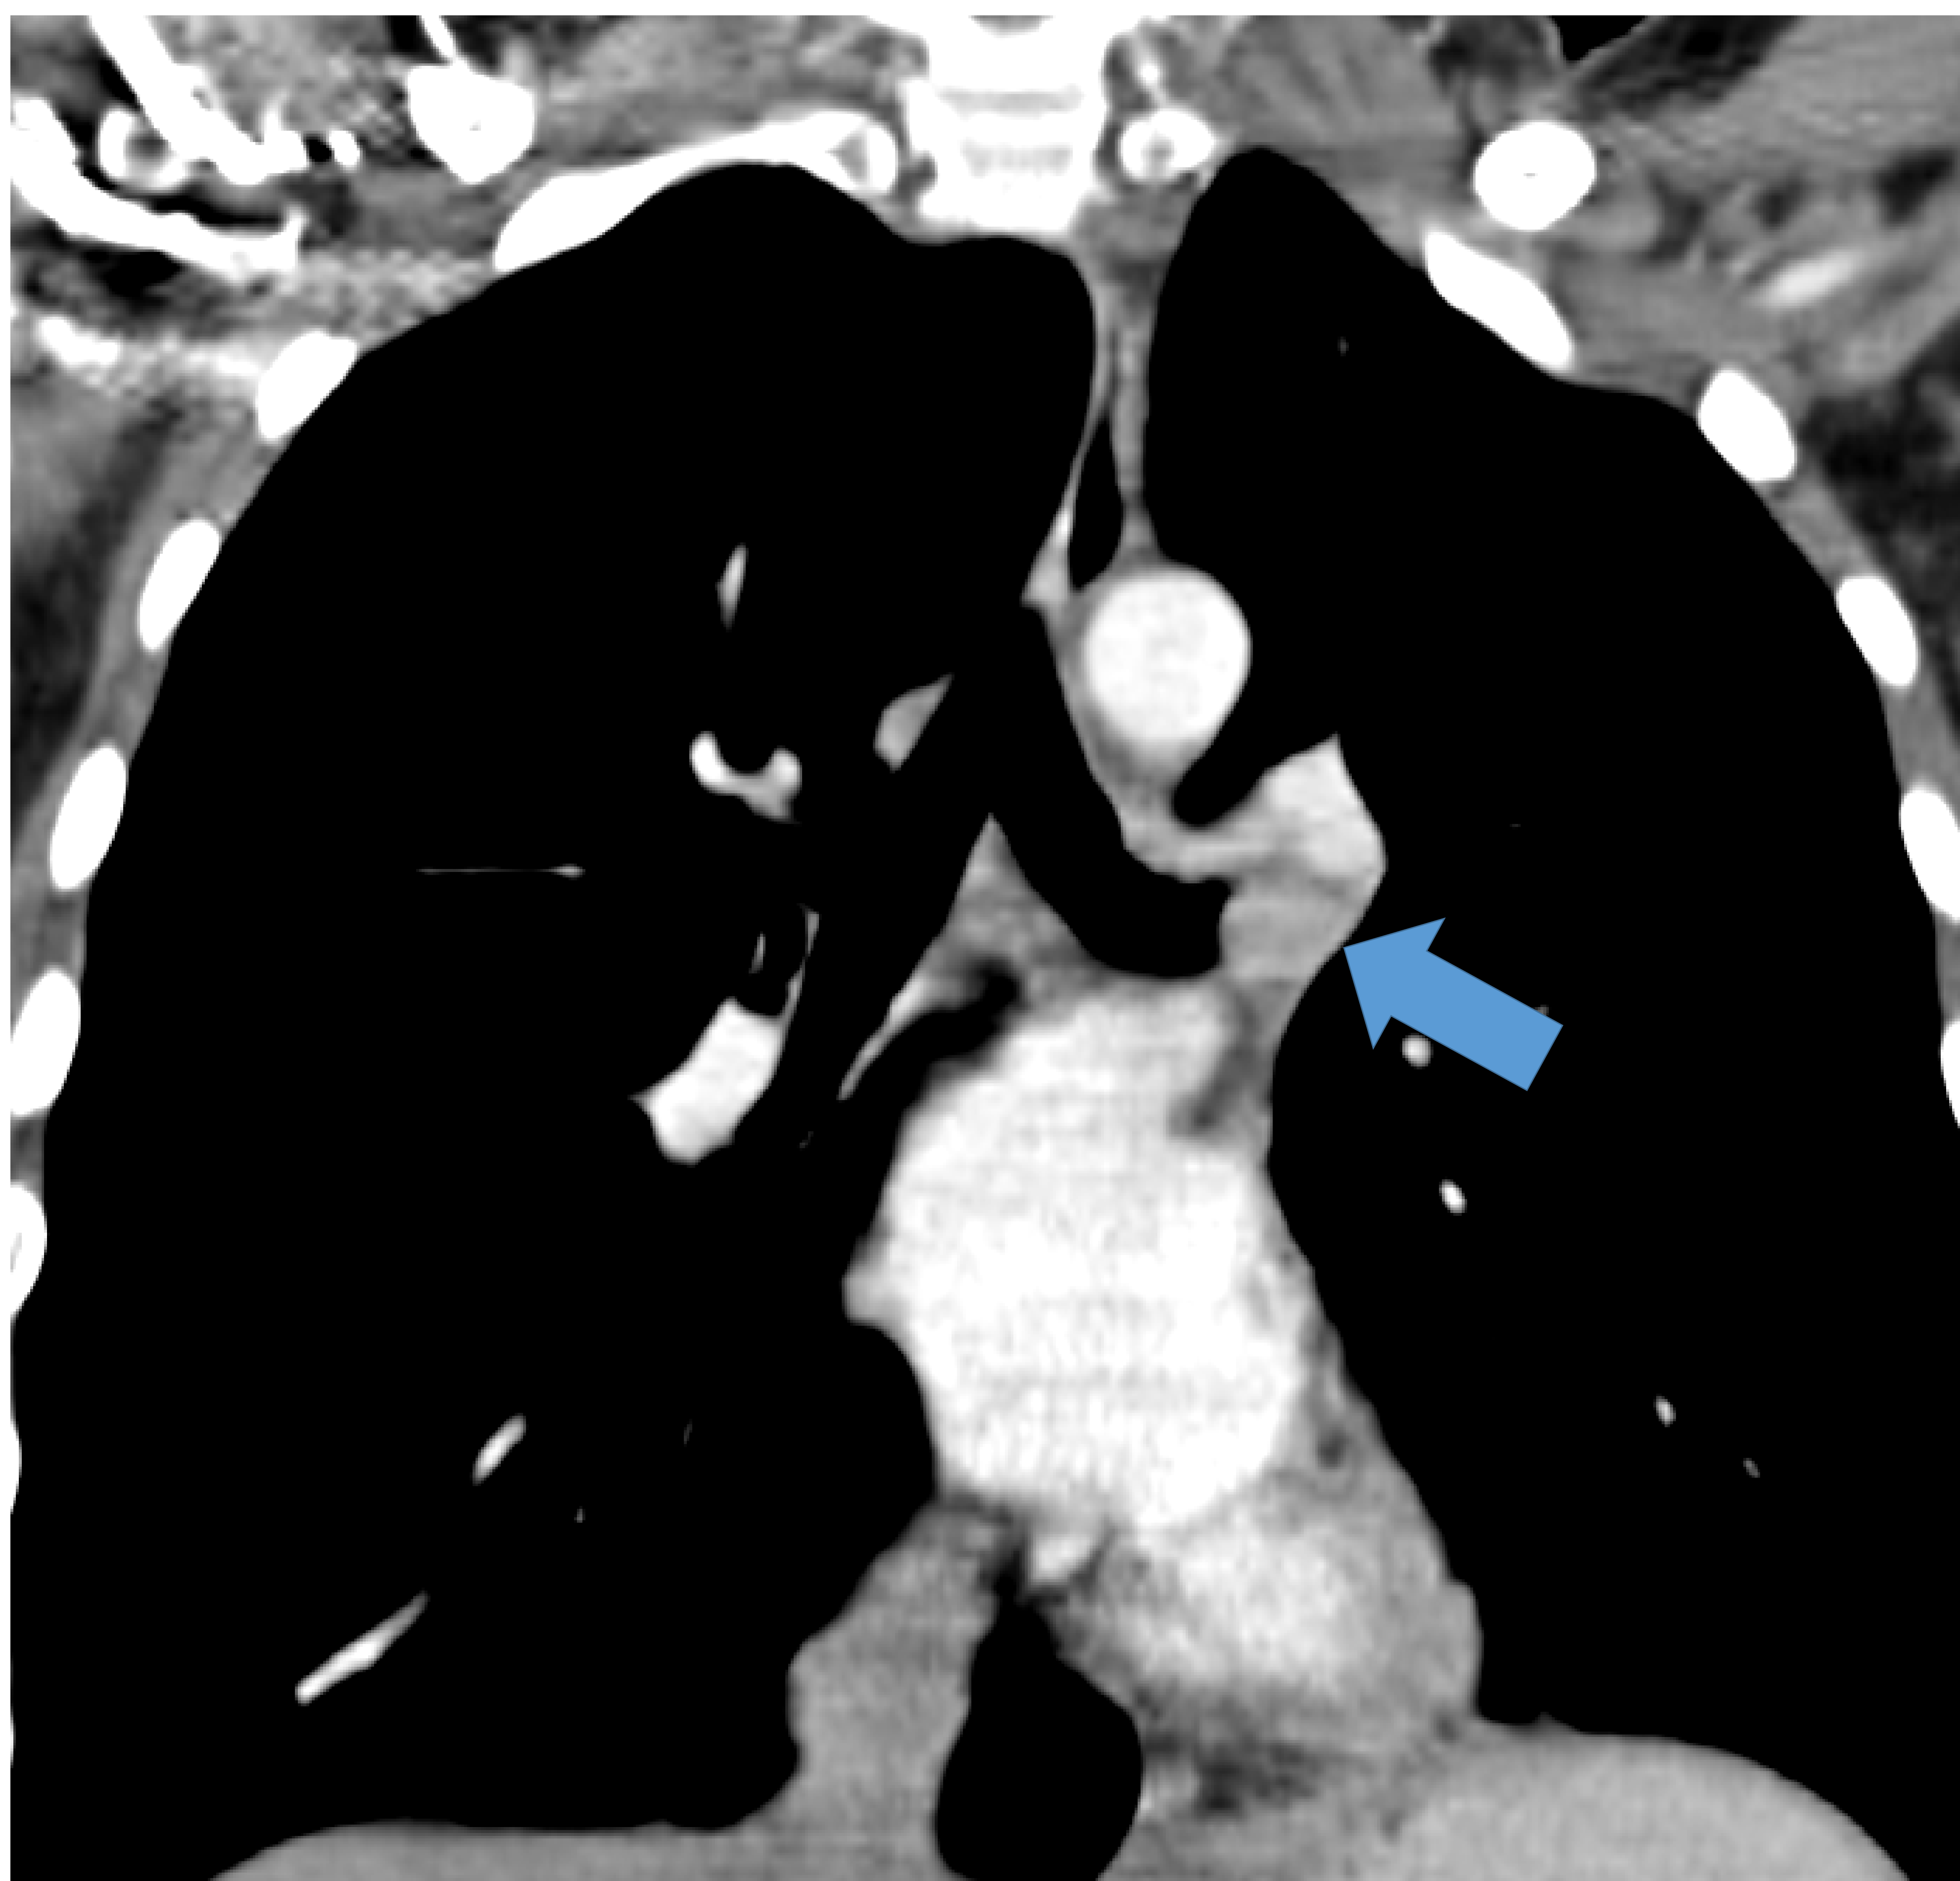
Varón, 32 años, con tumor carcinoide. La imagen coronal de la TC con contraste en la ventana de partes blandas muestra una lesión endobronquial que capta contraste, bien definida, que obstruye el bronquio del lóbulo superior izquierdo (flecha).
